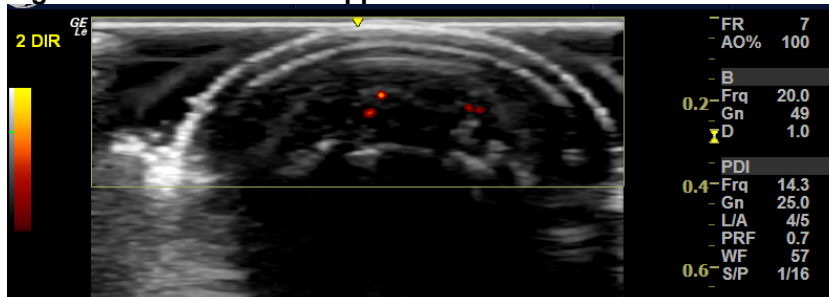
Nível *Power Doppler* 1 em incidência longitudinal
